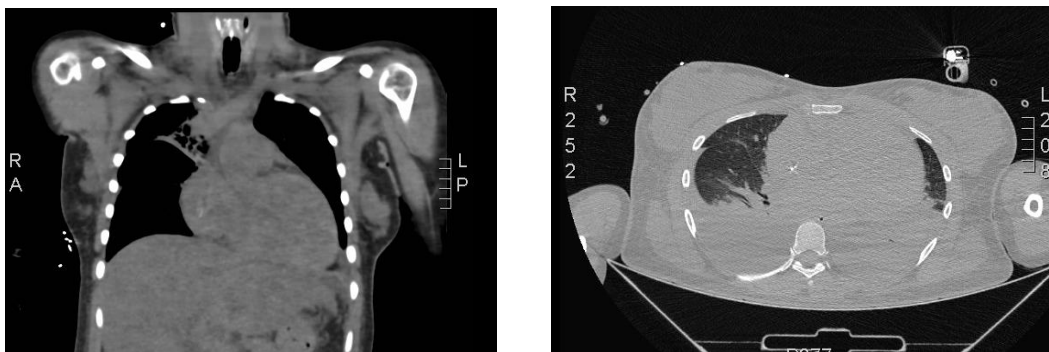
Tomografía simple de tórax donde se evidencia cardiomegalia y derrame pleural bilateral.
